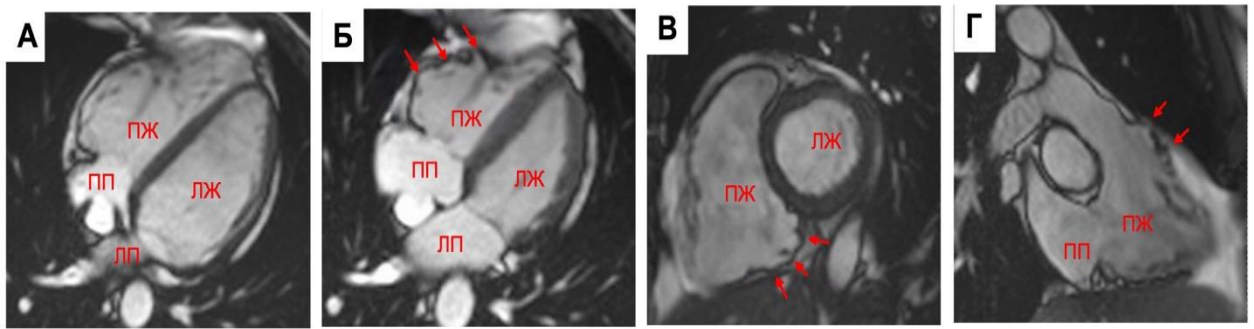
МРТ кино-изображения, видны множественные выпячивания/микроаневризмы – дискинезы правого желудочка (красные стрелки) в типичных местах «треугольника дисплазии», собственный материал: А – 4-х камерная плоскость диастола; Б - 4-х камерная плоскость систола этого же пациента; В - короткая ось систола, дискинезы по нижней стенке ПЖ (под задней створкой трикуспидального клапан); Г – 2-х камерная плоскость ПЖ, систола, дискинезы по выводному отделу ПЖ [193].
